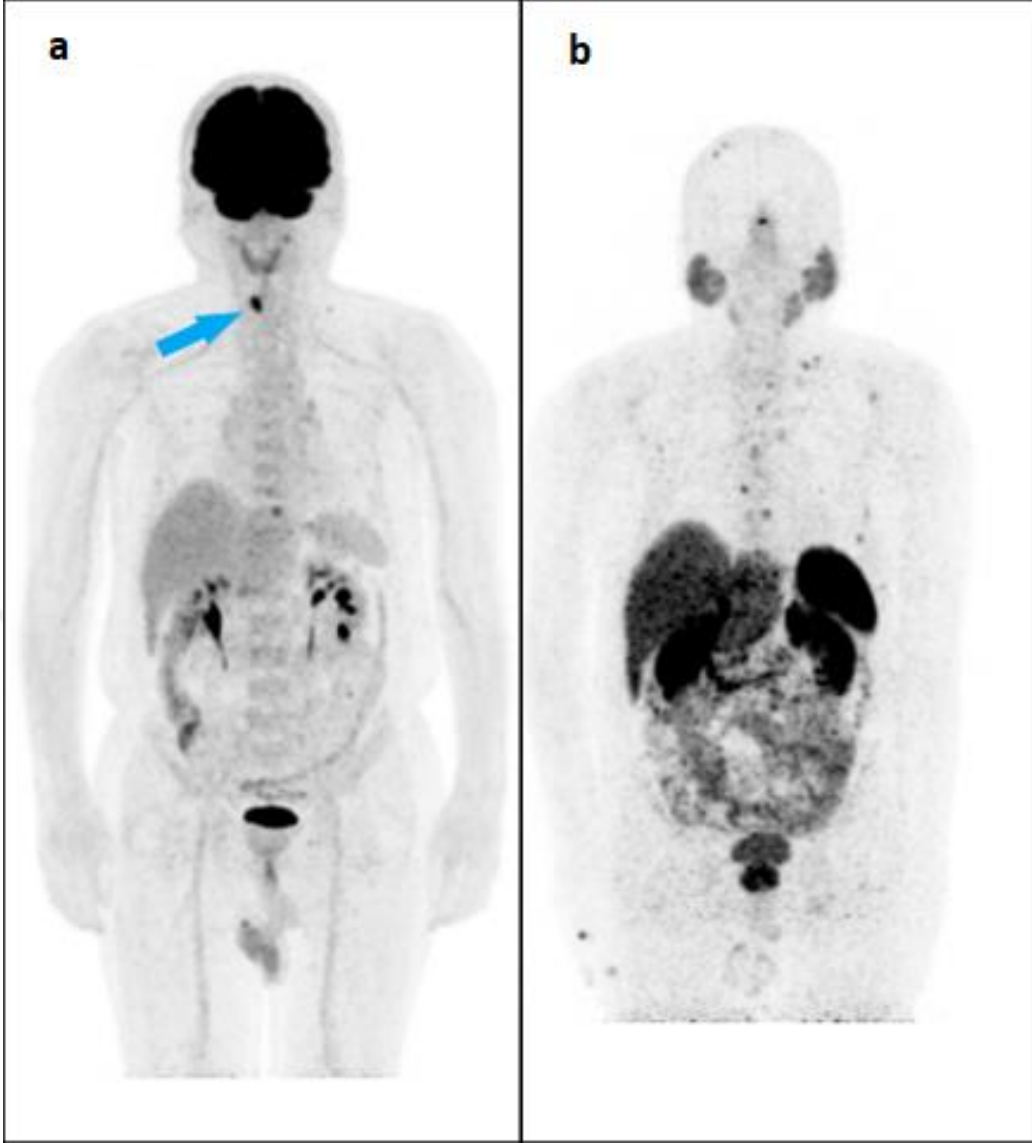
FDG negatif, DOTA-TATE pozitif kemik metastazı (dorsal vertebra)
